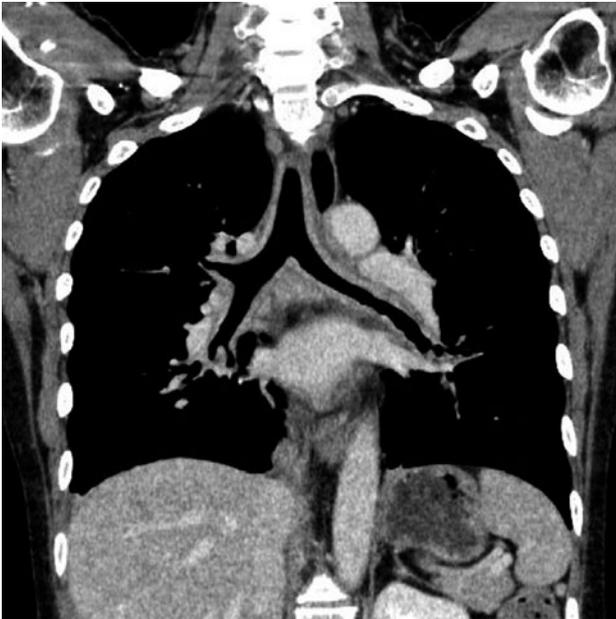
胸部造影CT. 気管, 主気管支, 葉気管支の壁肥厚を認めた. 気管支壁の石灰化は認めなかった.
